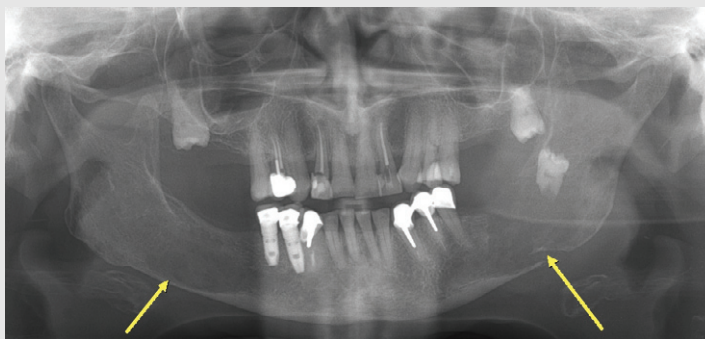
증례 1 환자의 파노라마방사선영상. 양측 하악골의 골파괴 병소가 관찰된다. 병소 주변골의 경화성 변화는 뚜렷하지 않다. 좌측 하악각 부위의 병적 골절 양상이 관찰된다.
